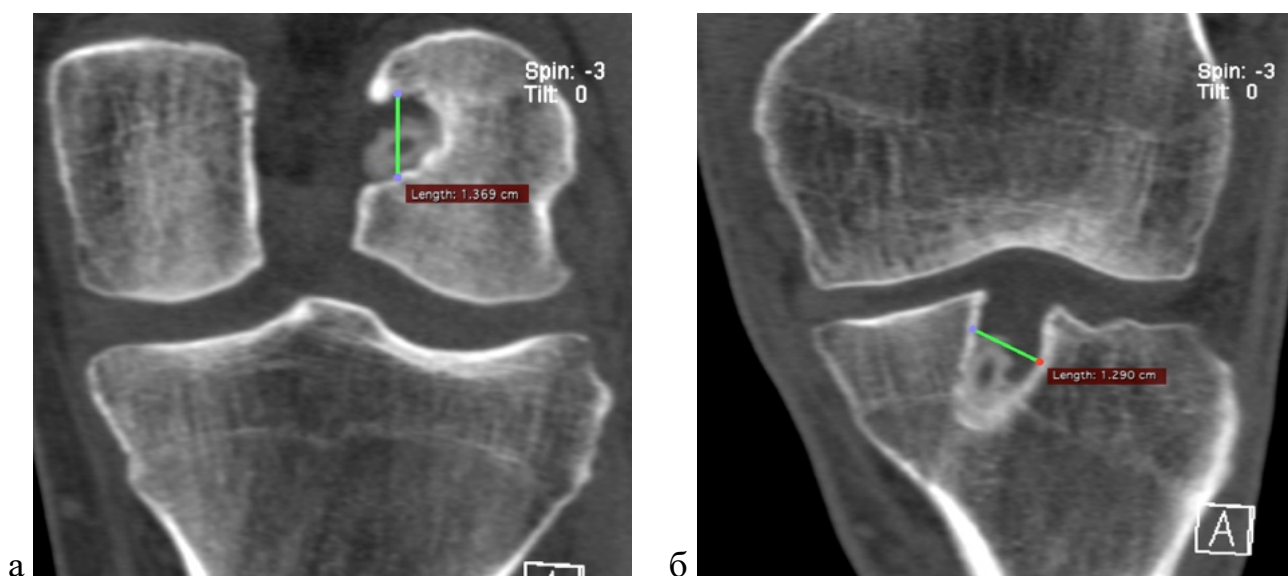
Компьютерные томограммы коленного сустава (фронтальные срезы) пациента О. Наличие биодеградирующего винта в расширенных послеоперационных туннелях и расчет их размера: а – в бедренной кости; б – в большеберцовой кости (собственное наблюдение)
